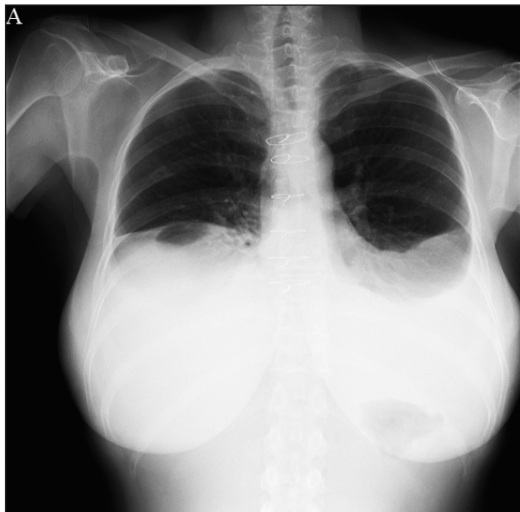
A, B. Radiographies de thorax de face avec évolution de l'épanchement. La première à l'arrivée (A), la deuxième après ponction (B).
